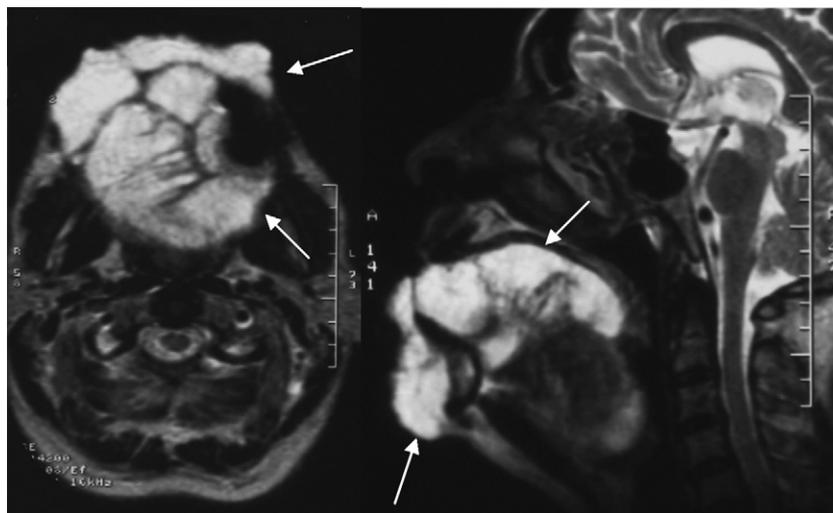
IRM préopératoire. Coupes axiale et sagittale pondérées T2 montrant les lacs vasculaires lobulés en hypersignal (flèches).
